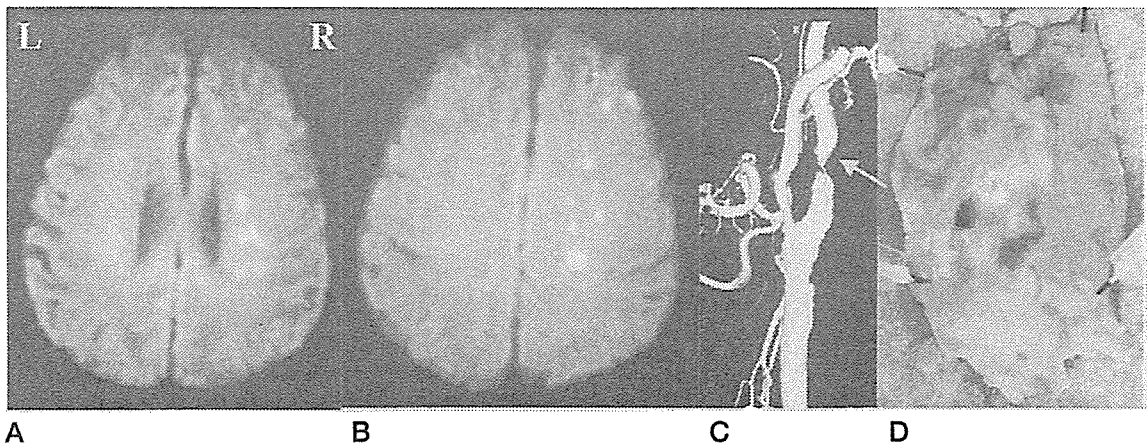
67歳 男性の入院時 stroke MRI
